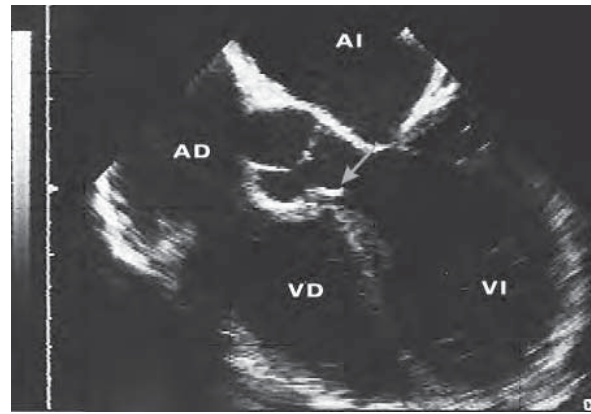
/8. Ecocardiograma transesofágico. Plano transversal del tracto de salida del VI. Rotura de válvula aórtica. La flecha señala a la valva coronariana derecha aórtica suelta.
